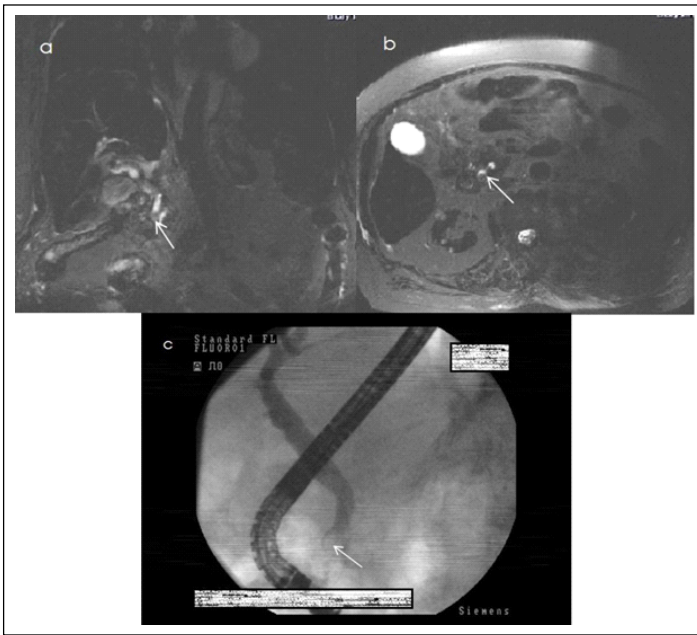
a) Coronal b) and axial T2-weighted TSE sequence MRCP with navigator-triggered PACE technique images show small stone in the common bile duct c) ERCP image shows choledocholithiasis in the distal common bile duct.
